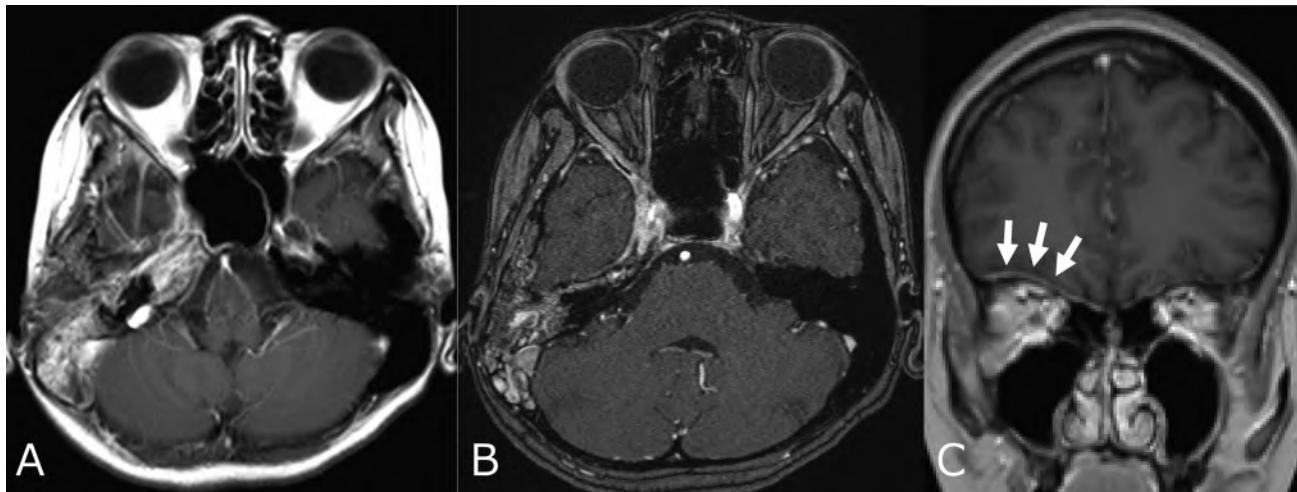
Contrast-enhanced MRI
